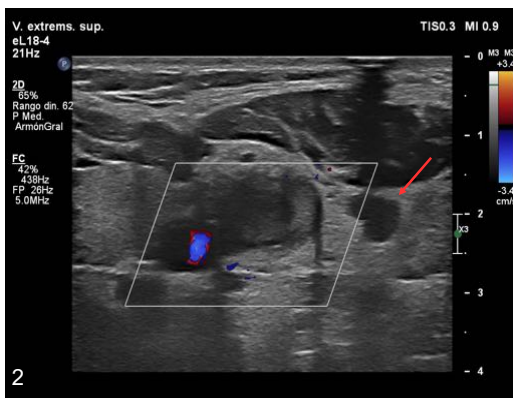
La ecografía en modo B permite identificar el material ecogénico en el interior del vaso afecto, con escasa señal Doppler en las zonas permeabilizadas.
